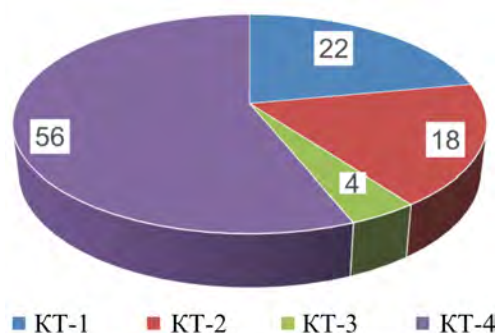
Класс тяжести течения коронавирусной инфекции по данным томографии легких
